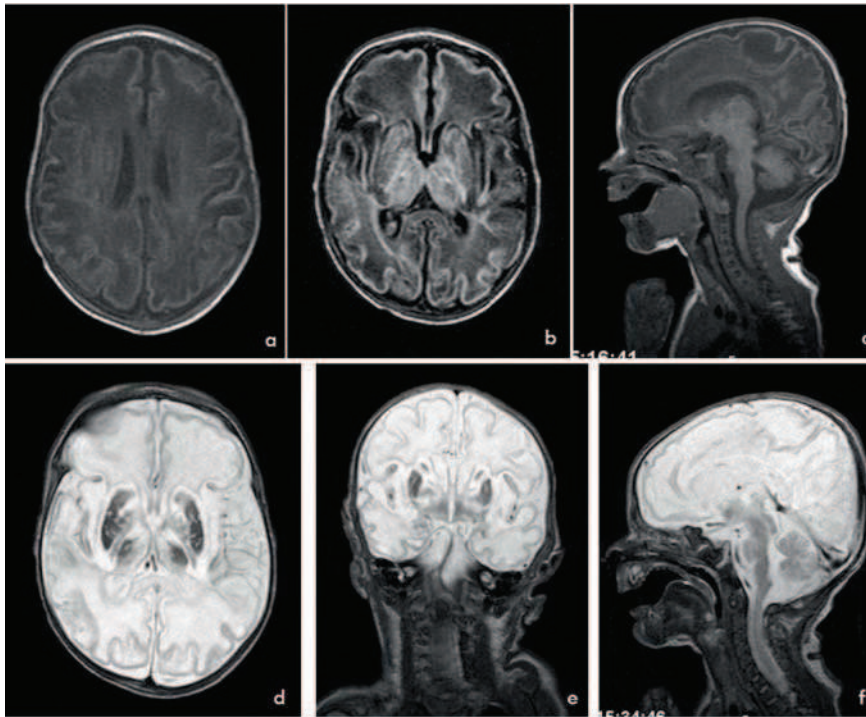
Caso 1. Ressonância magnética cerebral aos 14 dias de vida. a, b, c) Hipersinal envolvendo os tálamos e os núcleos da base bilateralmente. Alteração do sinal da substância branca de ambos os hemisférios cerebrais, de modo difuso. a, b) T1 Axial; c) T1 Sagital. d, f, g) Hiposinal envolvendo os tálamos e os núcleos da base bilateralmente, sugerindo lesões vasculares isquêmicas com sinais de necrose laminar. Alteração do sinal da substância branca de ambos os hemisférios cerebrais, de modo difuso, de natureza similar. d) T2TSE Axial; f) T2TSE Coronal; g) T2TSE Sagital.
